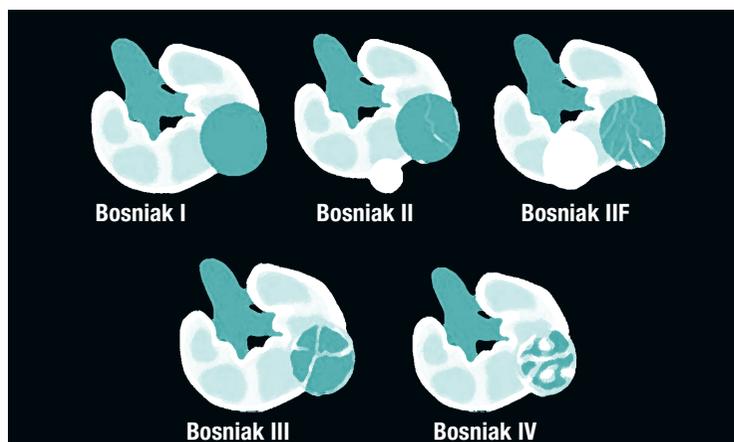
Clasificación de Bosniak según hallazgos en TC.
